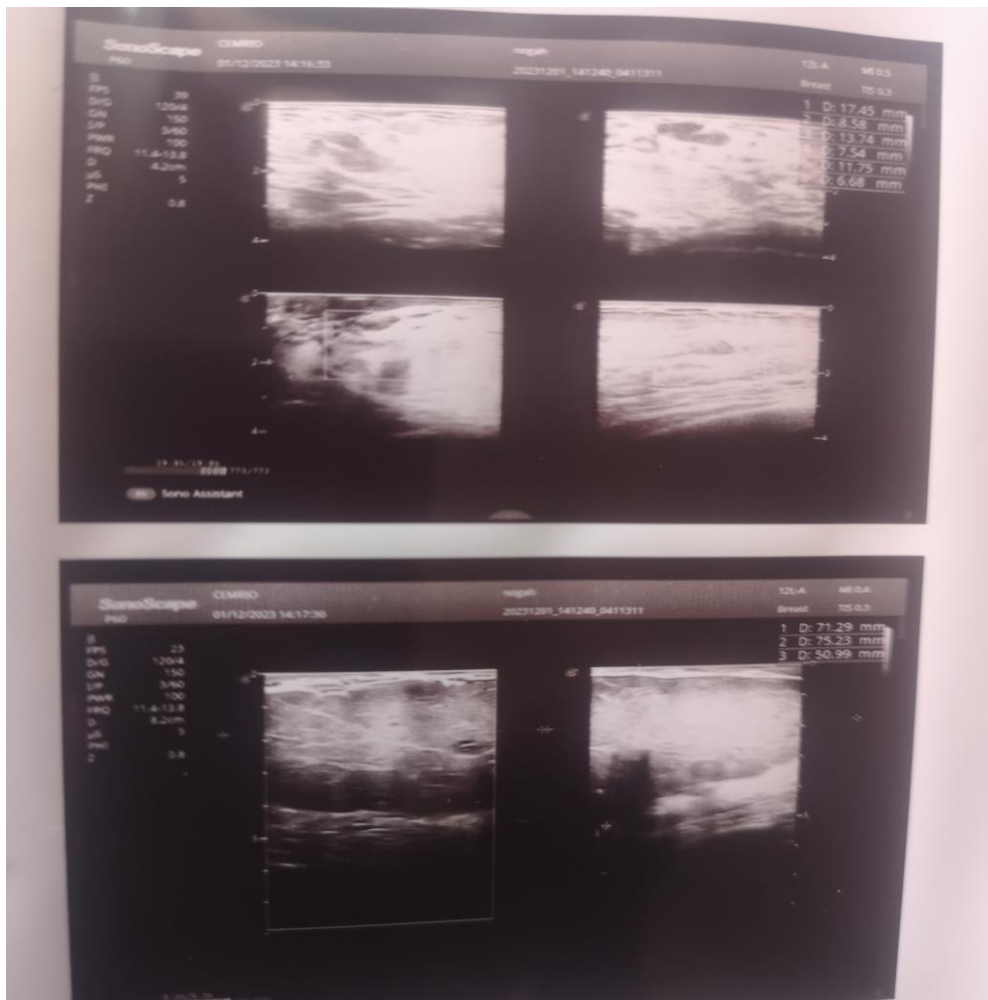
Image du cliché d'échographie mammaire à 36SA
